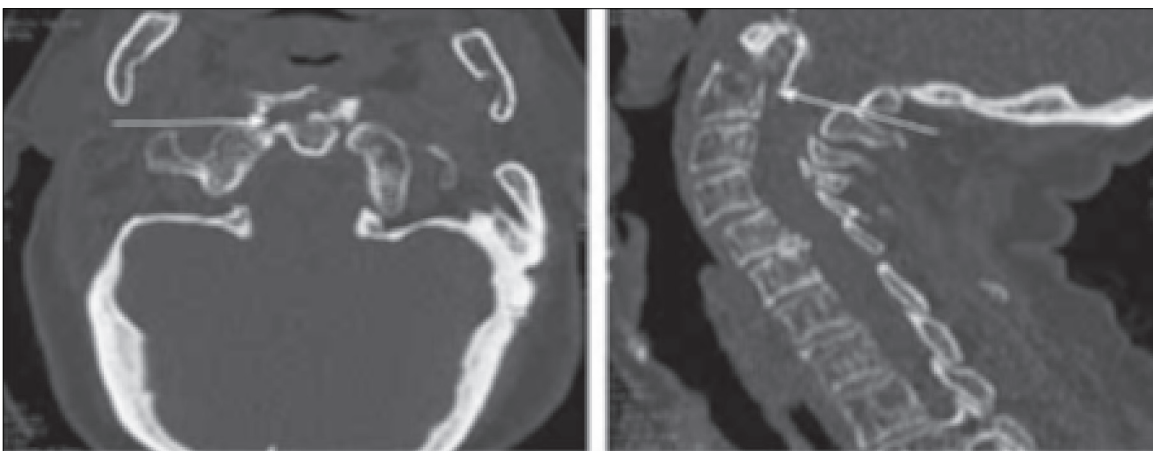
TC de columna cervical axial y reconstrucción sagital: Fractura de odontoides en paciente de edad avanzada con osteopenia.
